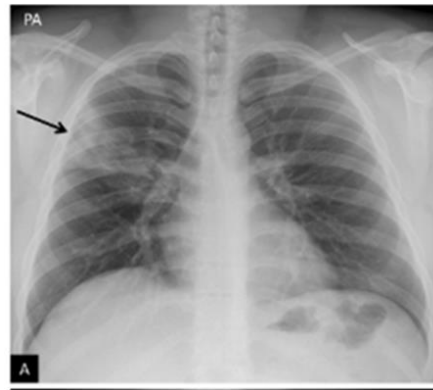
Radiografía de hallazgos atípicos de neumonía covid-19.
